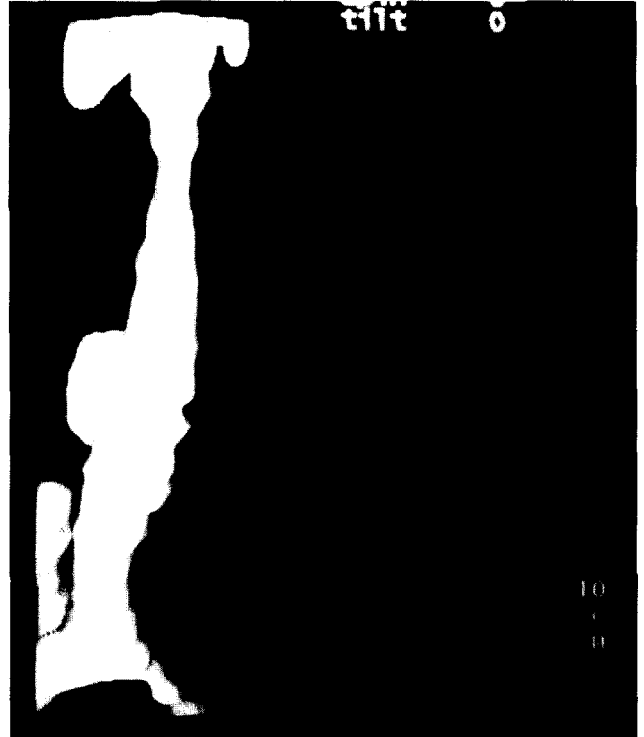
Preoperative Spiral CT, showing the subglottic stenosis.
